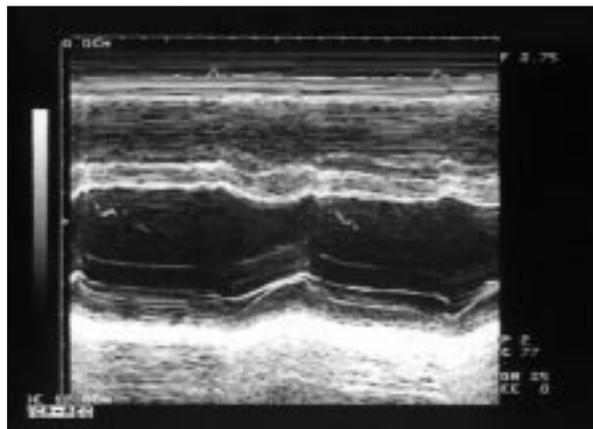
Ecocardiograma modo M tras 11 meses de tratamiento antitiroideo: ventrículo derecho de tamaño normal y movimiento septal normal. Segundo caso clínico.
